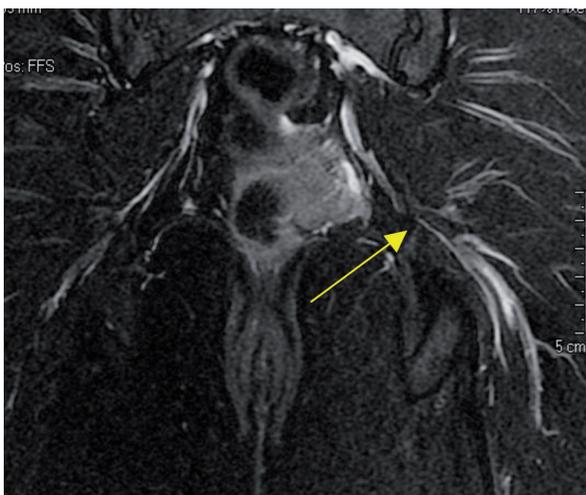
A) RM pelvi con apparecchiatura da 1.5 T in paziente con sindrome del piriforme. Scansione coronale, sequenza STIR : riduzione focalizzata di calibro del nervo di sn (freccia) da intrappolamento a livello del grande forame ischiatico fra il m. piriforme, il m. gluteo e il ligamento sacro spinoso. B) esame neurofisiologico, eseguito a distanza di 21 giorni che conferma la sofferenza del nervo pudendo sin. La normale risposta corticale al potenziale somatosensitivo evocato dal n. tibiale indica l’integrità della via sensitiva centrale; l’alterazione della risposta corticale evocata dal n. pudendo di sin. suggerisce pertanto una lesione del cono midollare o distale al cono. La valutazione combinata del riflesso bulbo-cavernoso (che esplora l’intero arco riflesso sacrale, afferente ed efferente, oltre che l’integrazione spinale) e della latenza terminale del pudendo, permettono poi di discriminare tra lesioni prossimali (plesso o radici sacrali) vs. lesioni dei rami terminali del pudendo: in questo caso l’allungamento della latenza motoria terminale del pudendo conferma la sofferenza delle fibre motorie mieliniche del n. pudendo.
